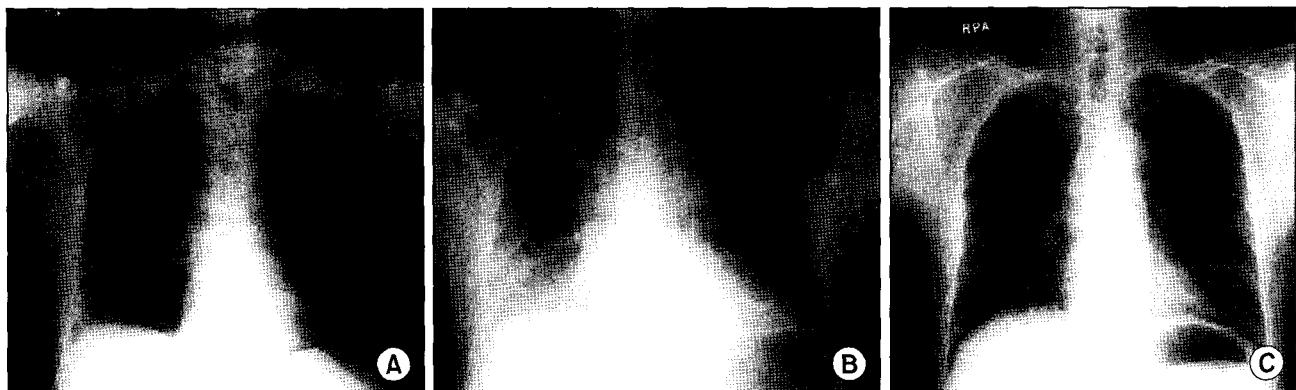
Prepllication and post plication chest X-ray. A=Prepllication (chest X-ray after thymectomy, intubation state); B=Prepllication (chest X-ray after thymectomy, extubation state); C=73 days after plication.
